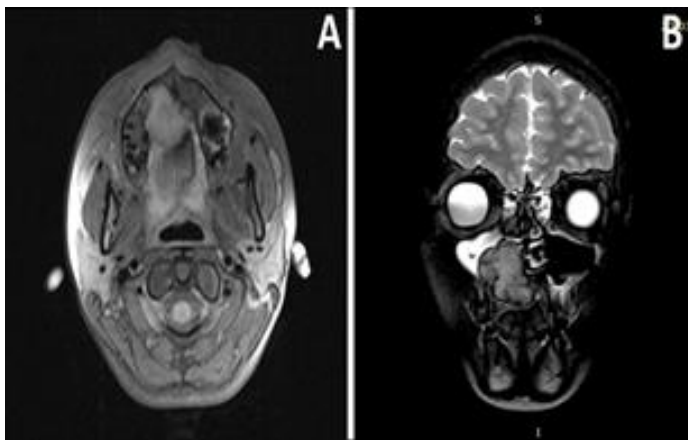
Imagen por resonancia magnética. (A) Imagen por resonancia magnética en corte axial en secuencia T1 con lesión iso-hipointensidad, con involucro de reborde alveolar derecho y protrusión hacia cavidad oral. (B) Corte coronal en secuencia T2 observándose lesión expansiva localizada en tercio anterior de maxilar y paladar duro, ovalada, heterogénea con ocupación hiperintensa en seno maxilar derecho.
